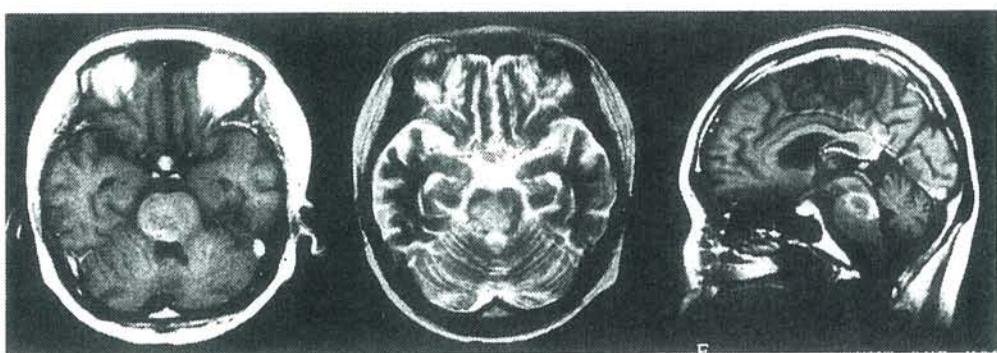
症例 1 の術後 5 ヶ月の MRI (2 回目の化学療法後)
